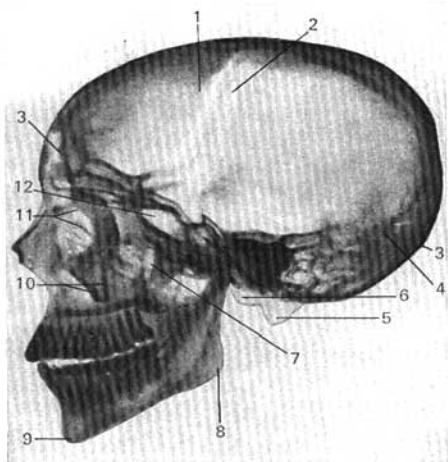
Radiografía del cráneo de un adulto; proyección lateral.
